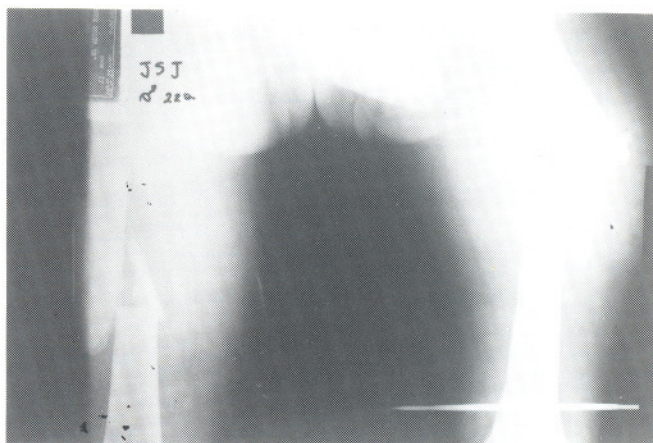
HIB: radiografia em AP de coxa direita e esquerda mostrando fraturas diafisárias cominutivas dos fêmures (direito tipo B1 e esquerdo tipo C1).
